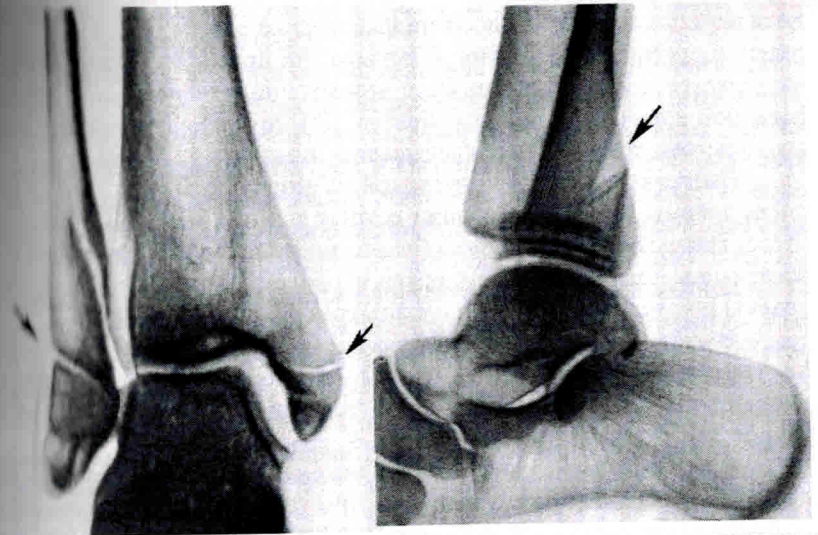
Рентгенограмма голеностопного сустава при переломе Дюпюитрена.
